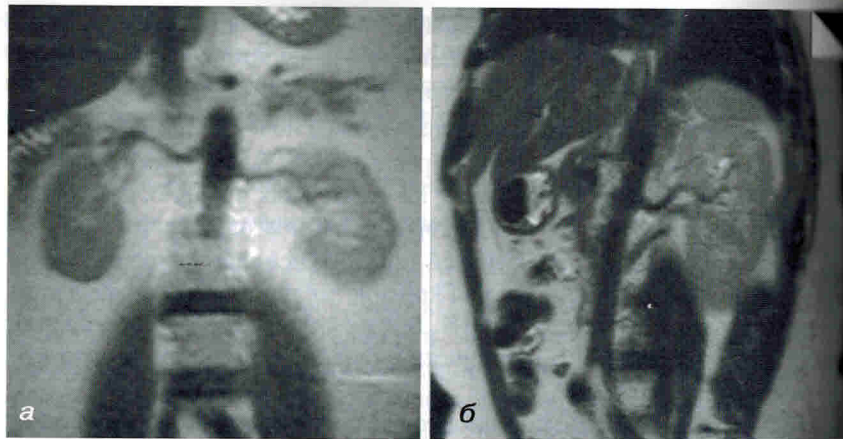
МРТ, T2-ВИ. Корональный срез на уровне ворот почек.
